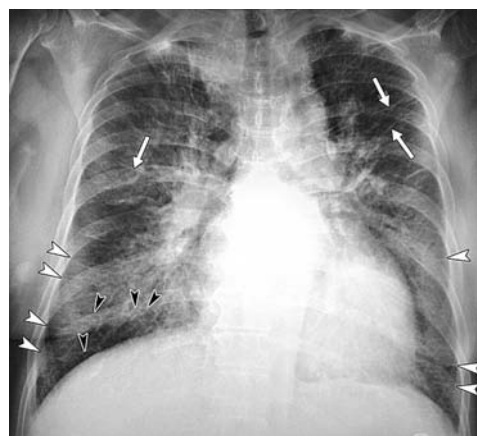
Detalle de una radiografía de tórax ilustrando líneas B de Kerley
